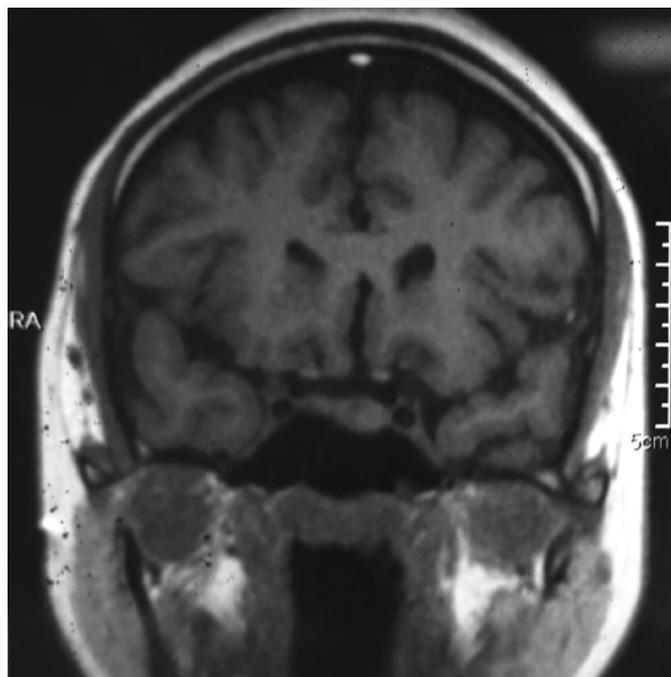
1А. МРТ головного мозга пациентки Ж. с аденомой гипофиза до лечения
